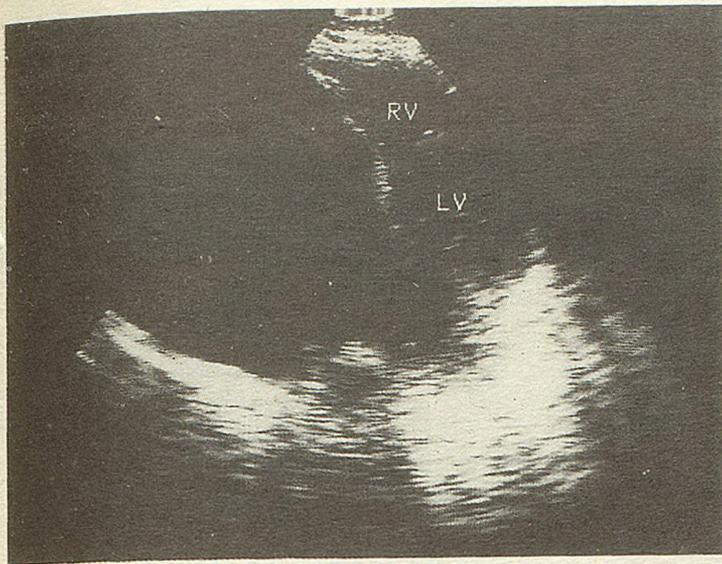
Эхокардиограмма больного С.
